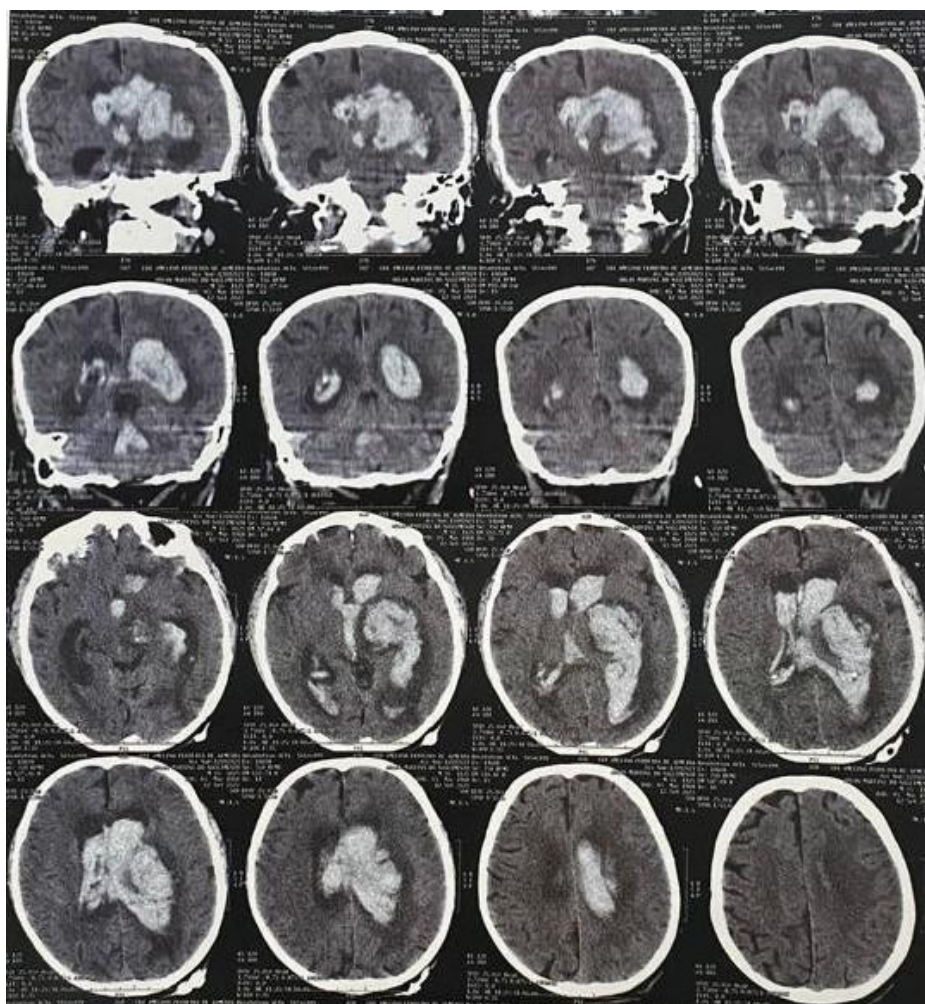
Tomografia computadorizada de crânio sem contraste evidenciando extenso hematoma talâmico esquerdo com expansão para centro semioval, mesencéfalo e ventrículos cerebrais.
